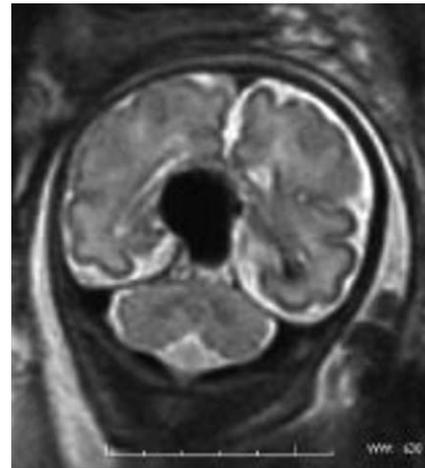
IRM fœtale au terme de 32 SA, séquence coronale T2 : sac anévrysmal en position inter-hémisphérique, gyration en accord avec l'âge gestationnel, parenchyme cérébral d'aspect normal et absence de dilatation ventriculaire.
